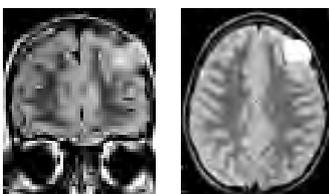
Neoplasia glial bajo grado. Niño con crisis y lesión hiperintensa en la corteza frontal alta izquierda, que deforma la tabla interna. Tomografía axial T2 y coronal FLAIR.
